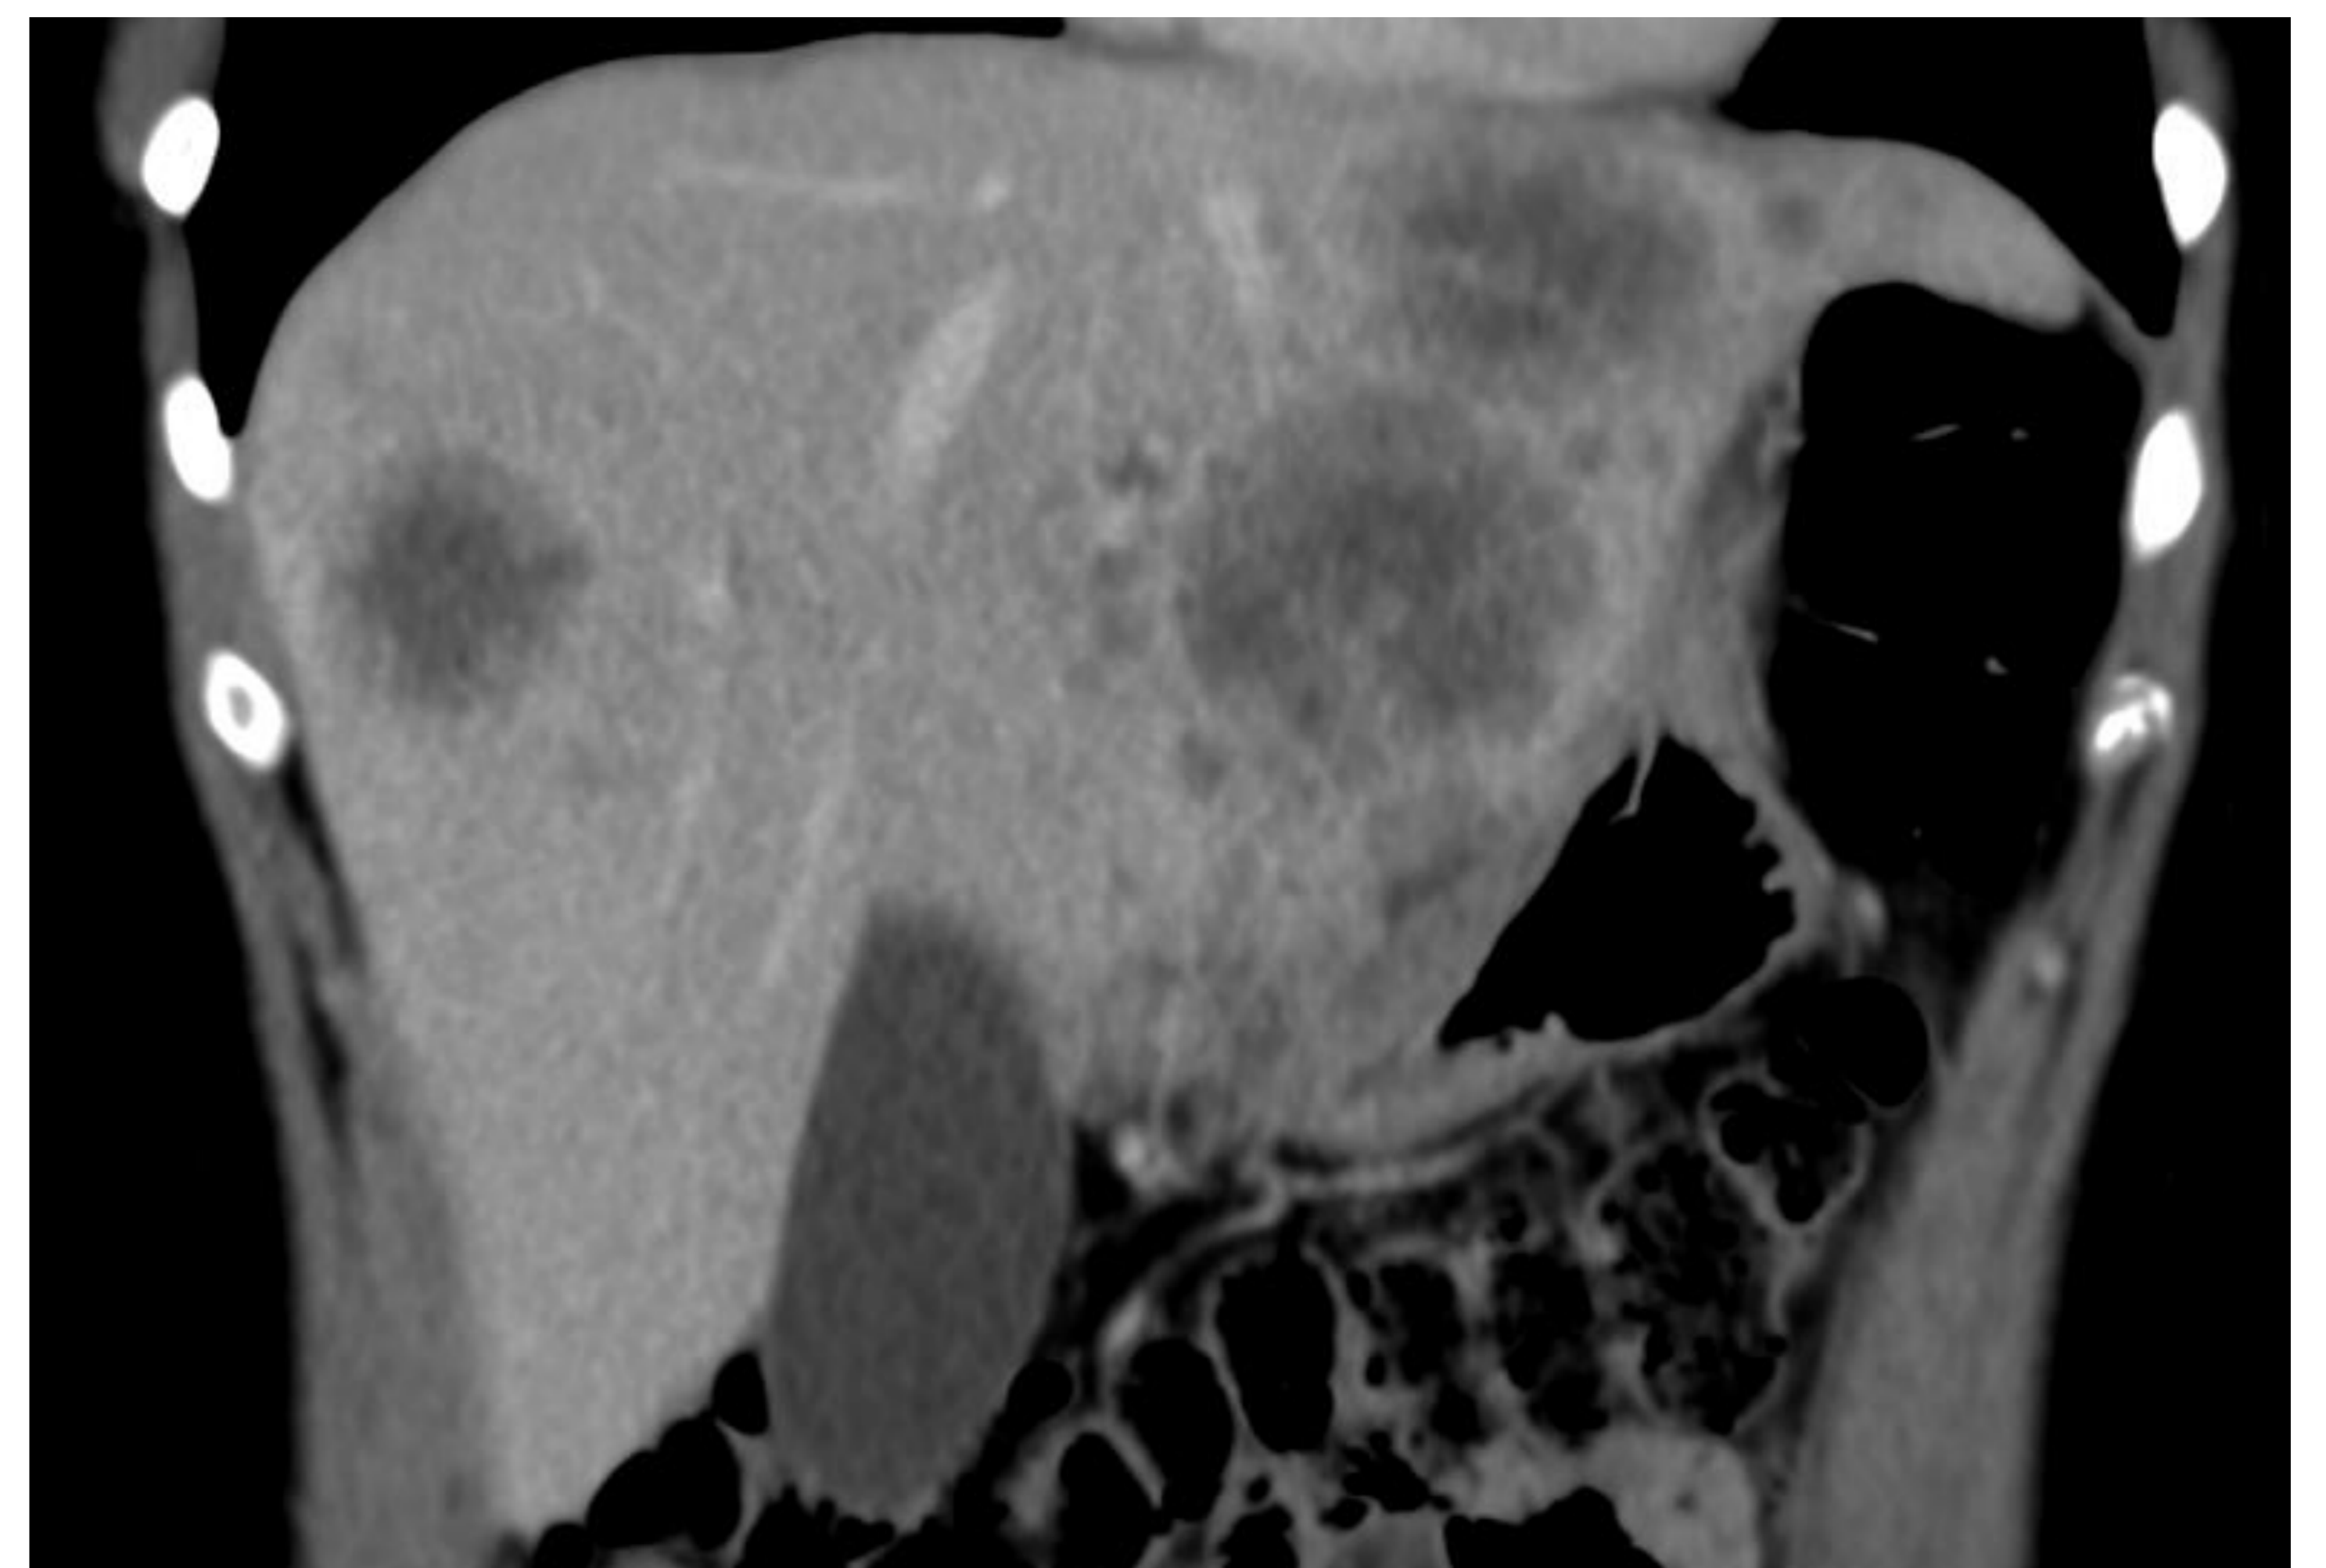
TC corte axial a nivel hepático: se observan múltiples lesiones hipodensas hepáticas compatibles con MTX
